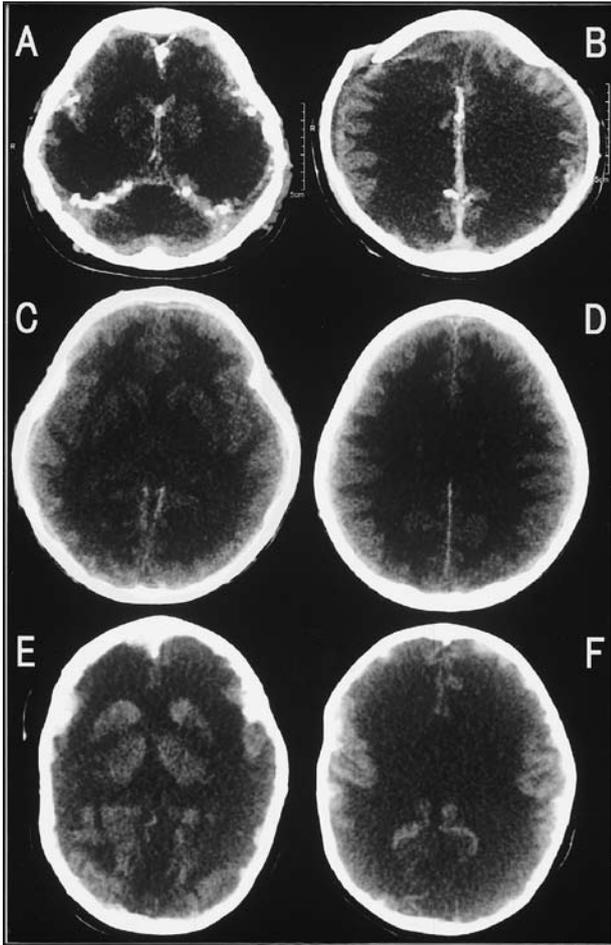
3症例の頭部CT画像 (症例1: A/B, 症例2: C/D, 症例3: E/F)
